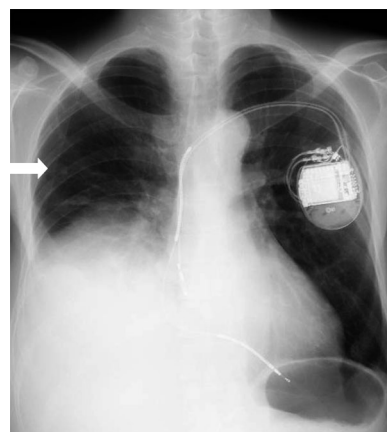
Chest X-ray finding showed coin lesion in the right lung, mild cardiomegaly, and right pleural effusion.
